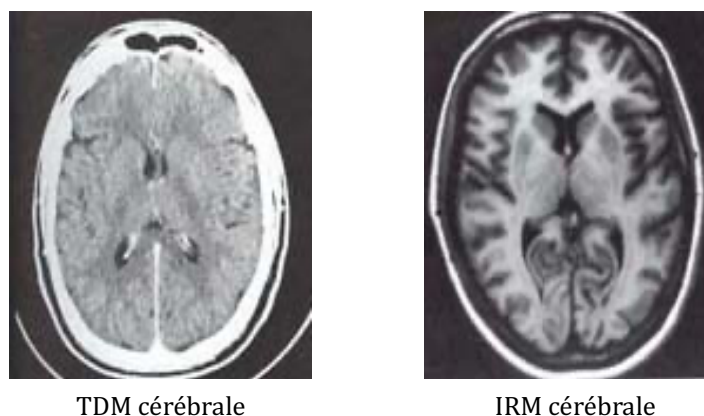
Comparaison de coupes de tomodensitométrie (TDM) et d'imagerie par résonance magnétique (IRM) d'un cerveau sain (47)
